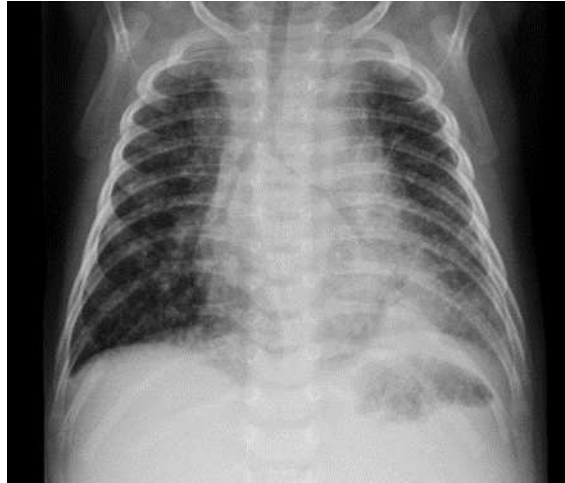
Radiografia do tórax à entrada. Evidência de infiltrado intersticial bilateral, com padrão micronodular difuso e hipotransparência homogênea na base esquerda.
